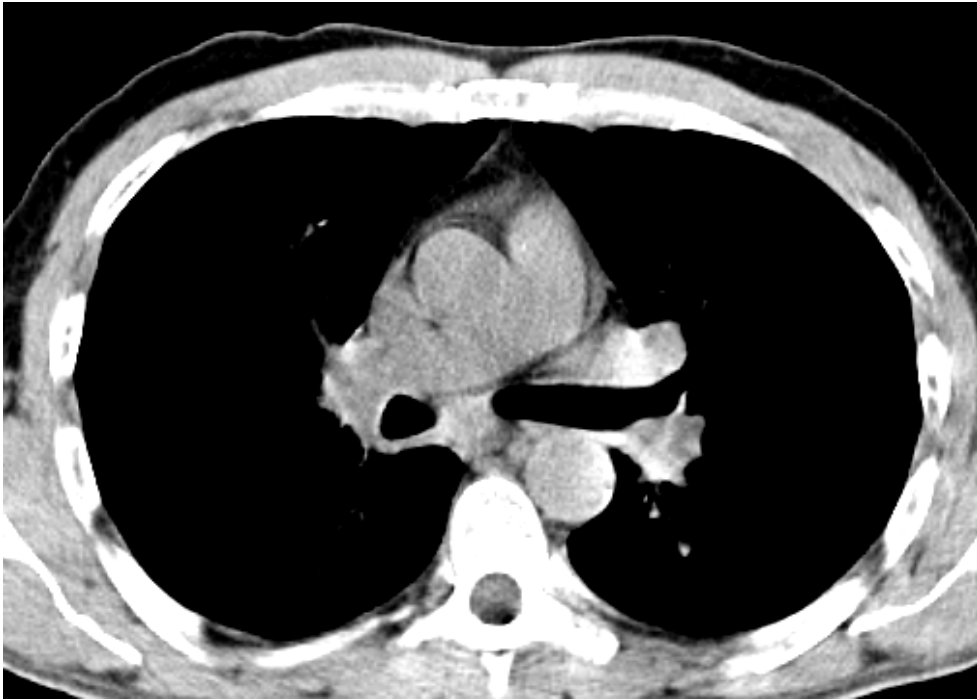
Ασθενής ηλικίας 48 ετών (α/α 3). με ιστορικό καρκίνου δεξιού μαστού, και δεξιά μαστεκτομή, με αυξημένους δείκτες (CEA 8.7 U/ml) και αρνητικό απεικονιστικό έλεγχο. Στην FDG PET/CT παρατηρείται υπερμεταβολική αλλοίωση στο πρόσθιο θωρακικό τοίχωμα, στη χειρουργηθείσα περιοχή, ως επί τοπικής υποτροπής
